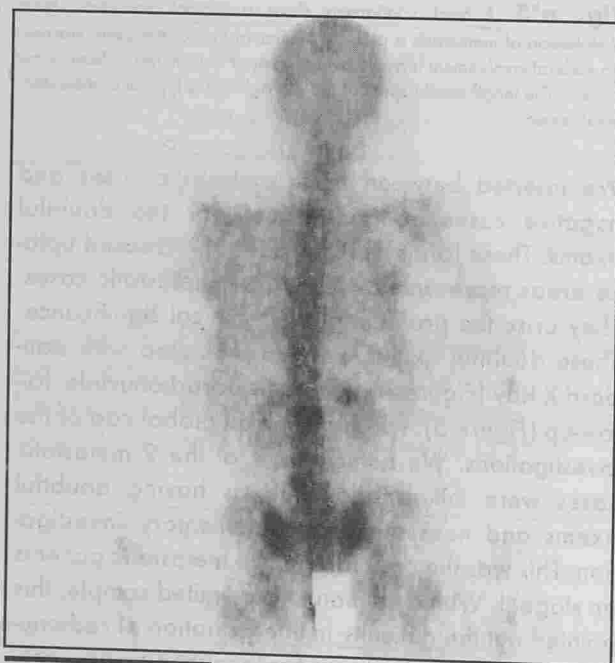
Group III. Presence of a two areas of uptake on the 2nd and 3rd lumbar vertebrae. The same day radiograph showed an osteoblastic aspect in the same segment .
